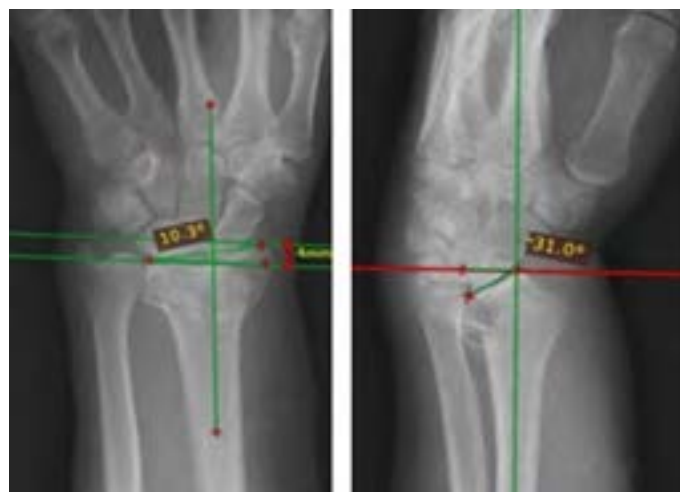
Оценка нарушения рентген-анатомии ДМЛК перед операцией
